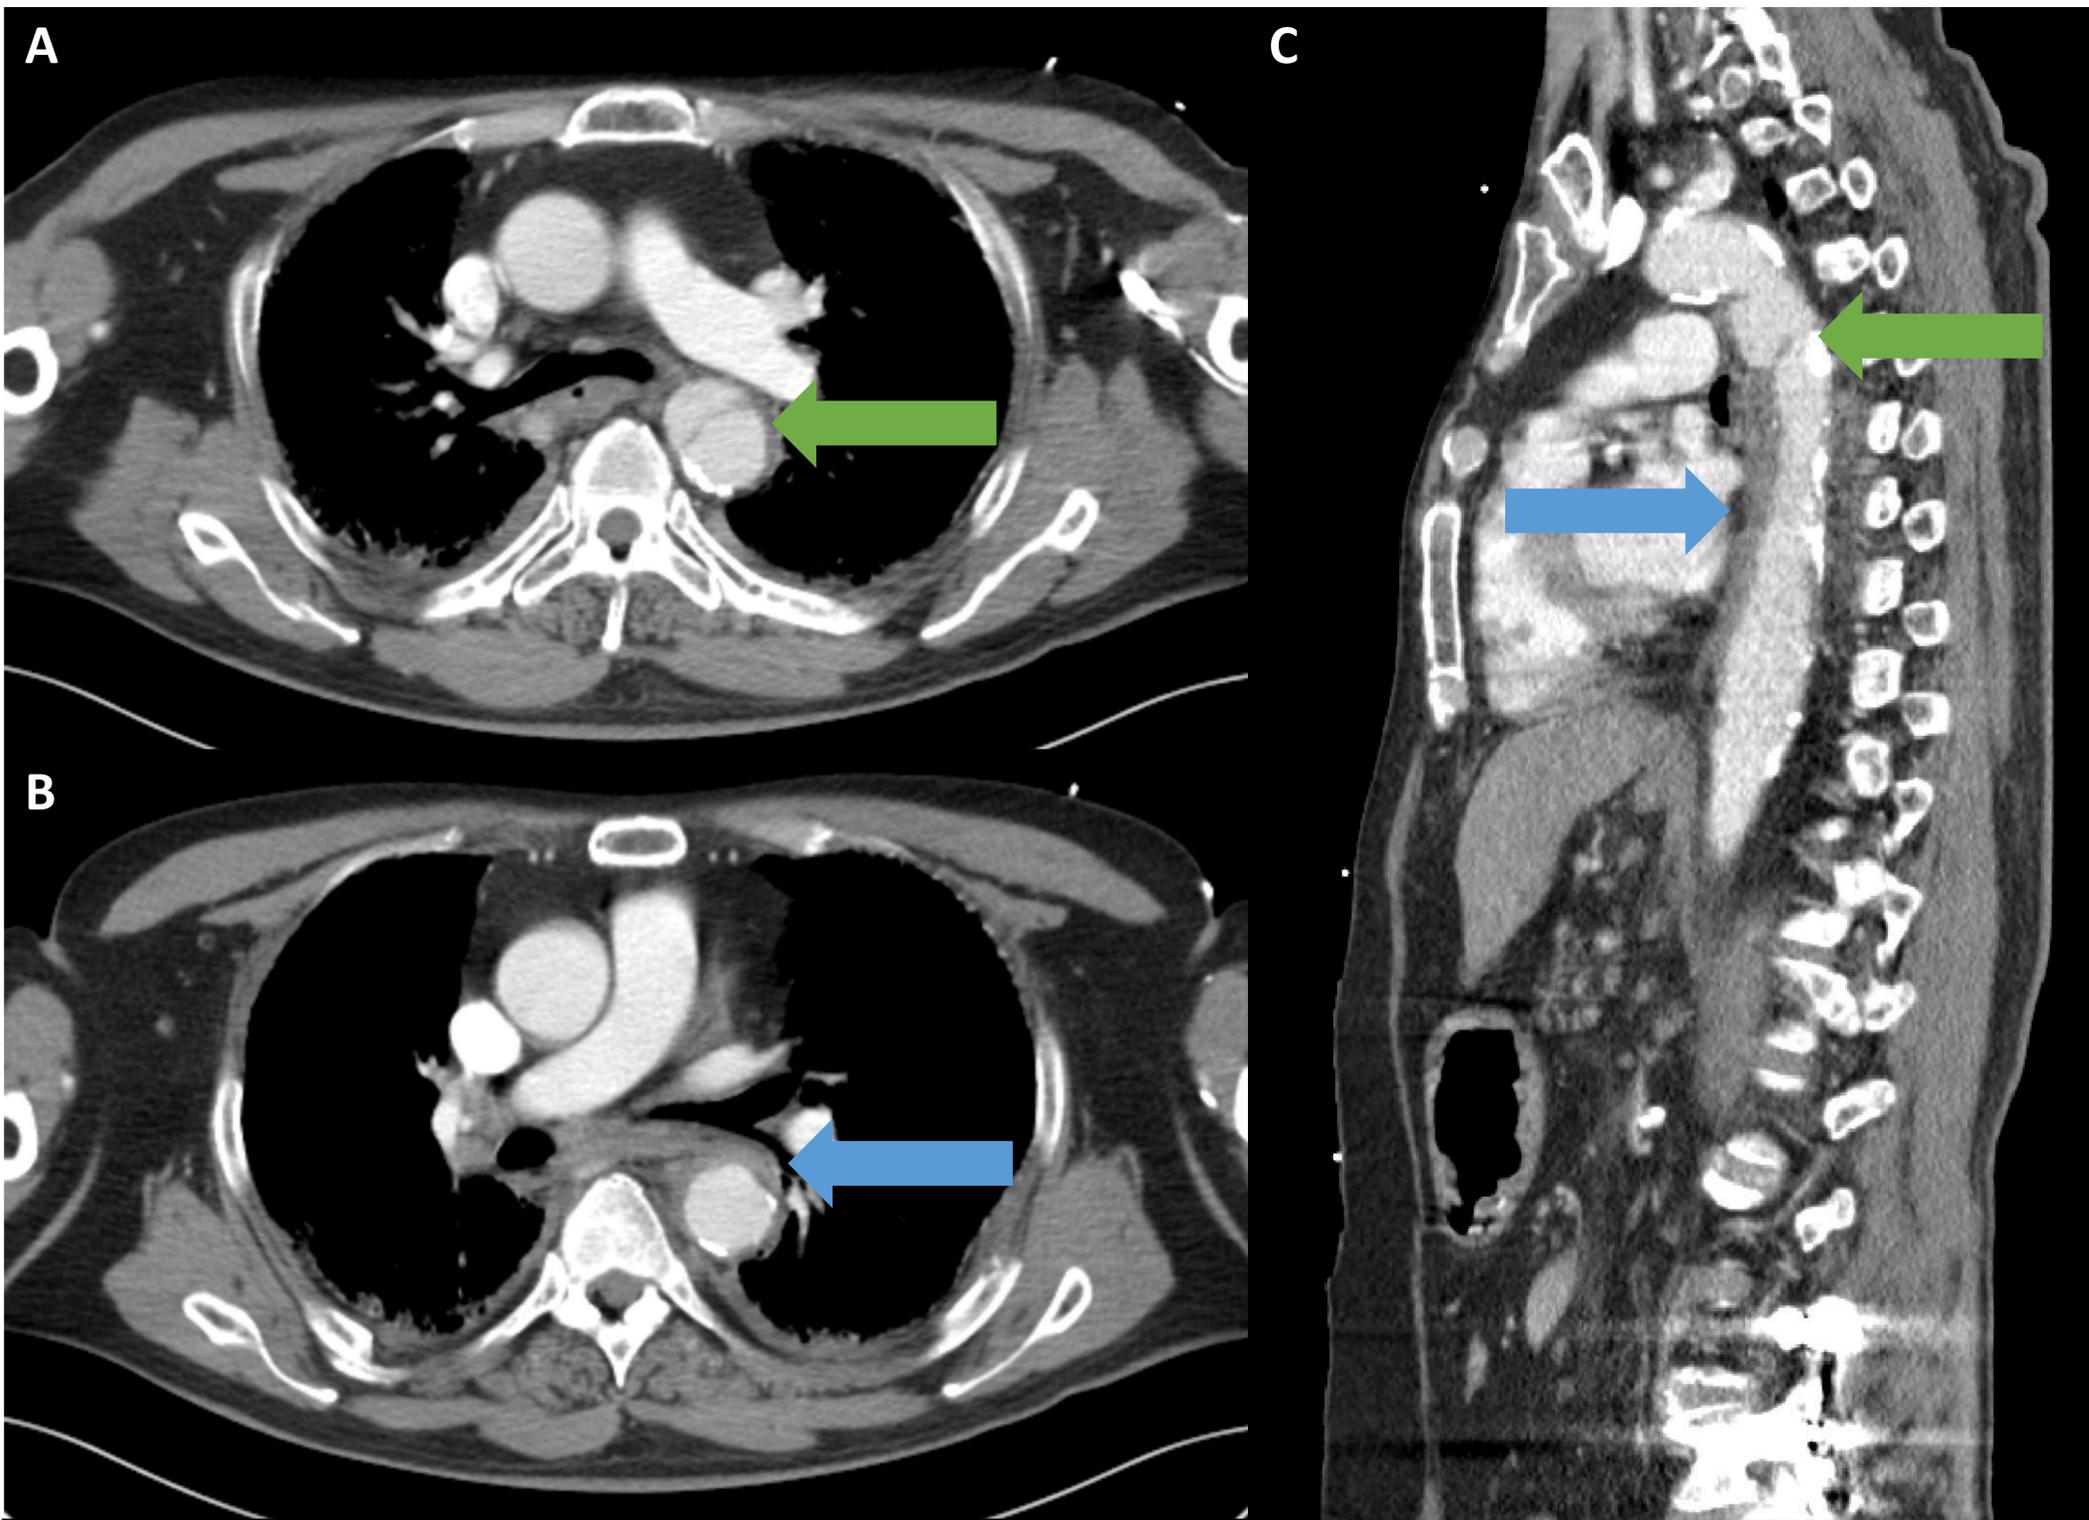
Imágenes axiales (A,B) y sagital (C) de body-TC tras la administración de CIV en fase venosa portal: pseudoaneurisma aórtico y hematoma periaórtico asociado. El contorno aórtico es ligeramente irregular
